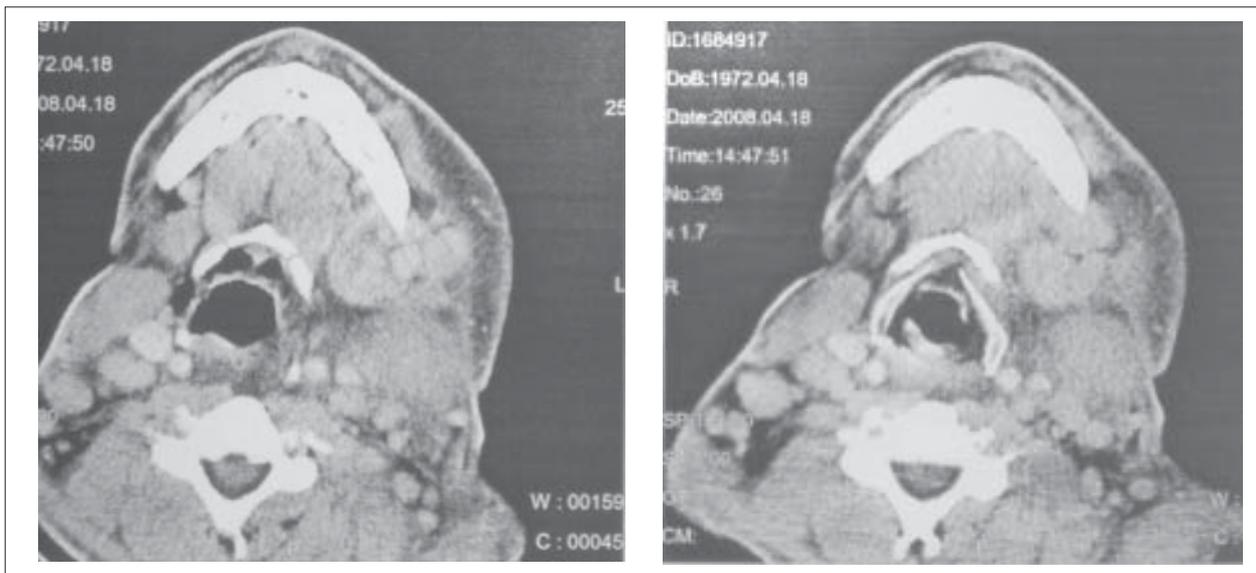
Tomografía de cuello que muestra la persistencia de adenopatías carotídeas y submaxilares y el compromiso parotideo
